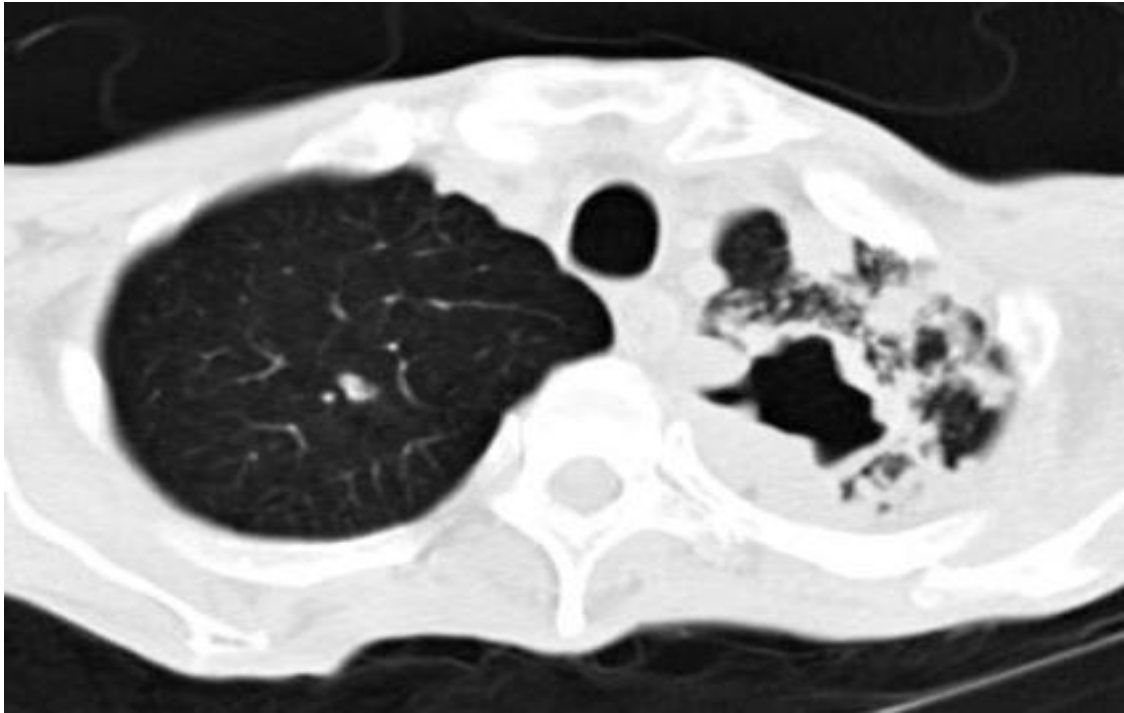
Infiltrativní forma TBC v pravé plíci- CT sken
